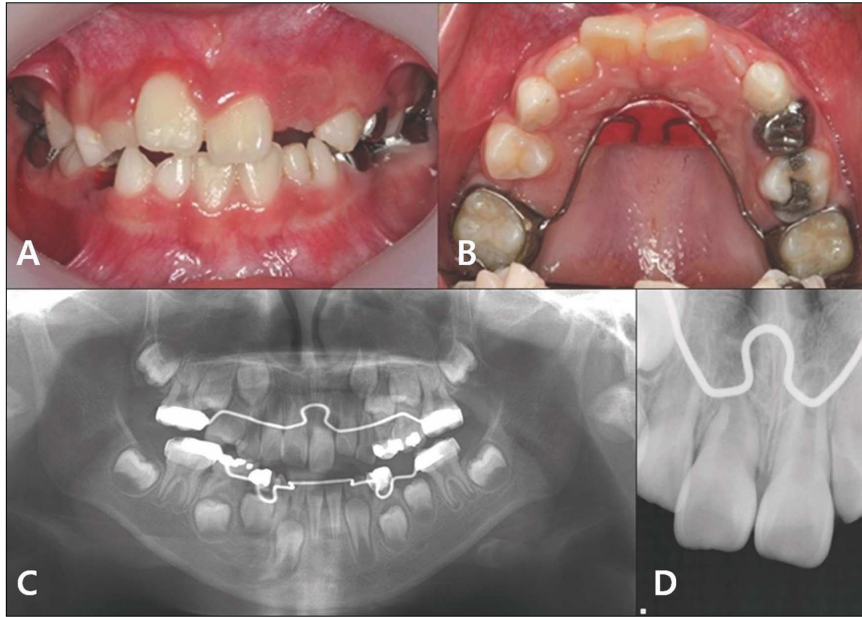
16months later. Intraoral photograph(A,B), Panoramic radiograph(C), Periapical radiograph(D)
